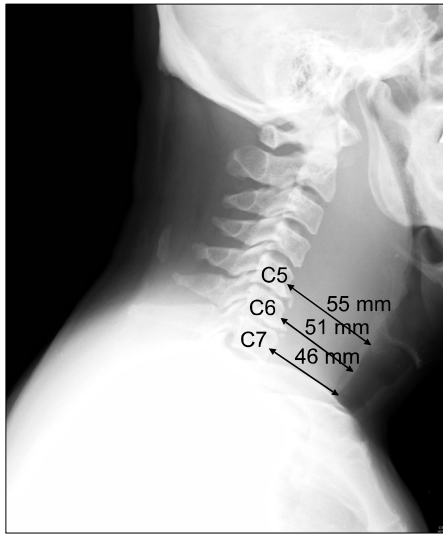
Lateral neck X-ray shows the severe narrowing of the upper airway.
